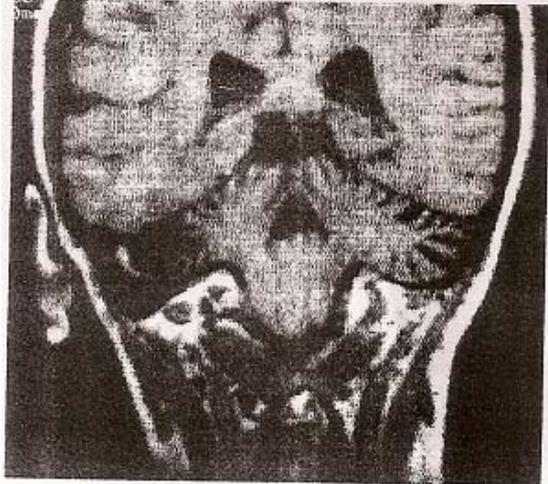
Case 1: MRT in coronal section. A herniation of the cerebellar amygdalae is observed through the foramen magnum.
